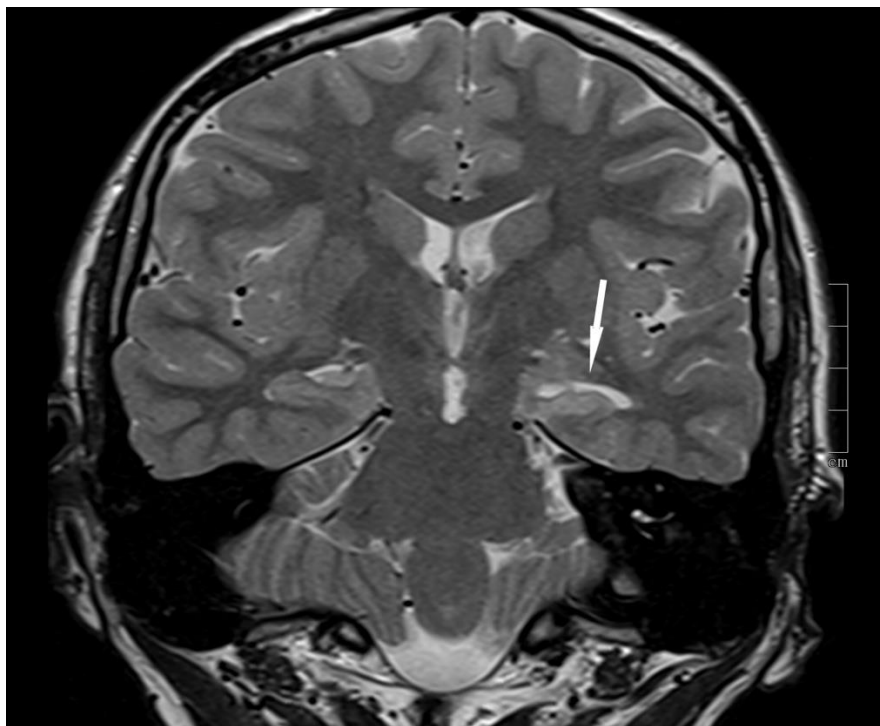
Пациент П., 17 лет (ИБ №14667 2017 г.). Клинический диагноз: Структурная фокальная височная эпилепсия, фармакорезистентное течение. МРТ демонстрирует склероз левого гиппокампа (стрелка). Т2-ВИ в косой корональной плоскости на уровне головки гиппокампа
